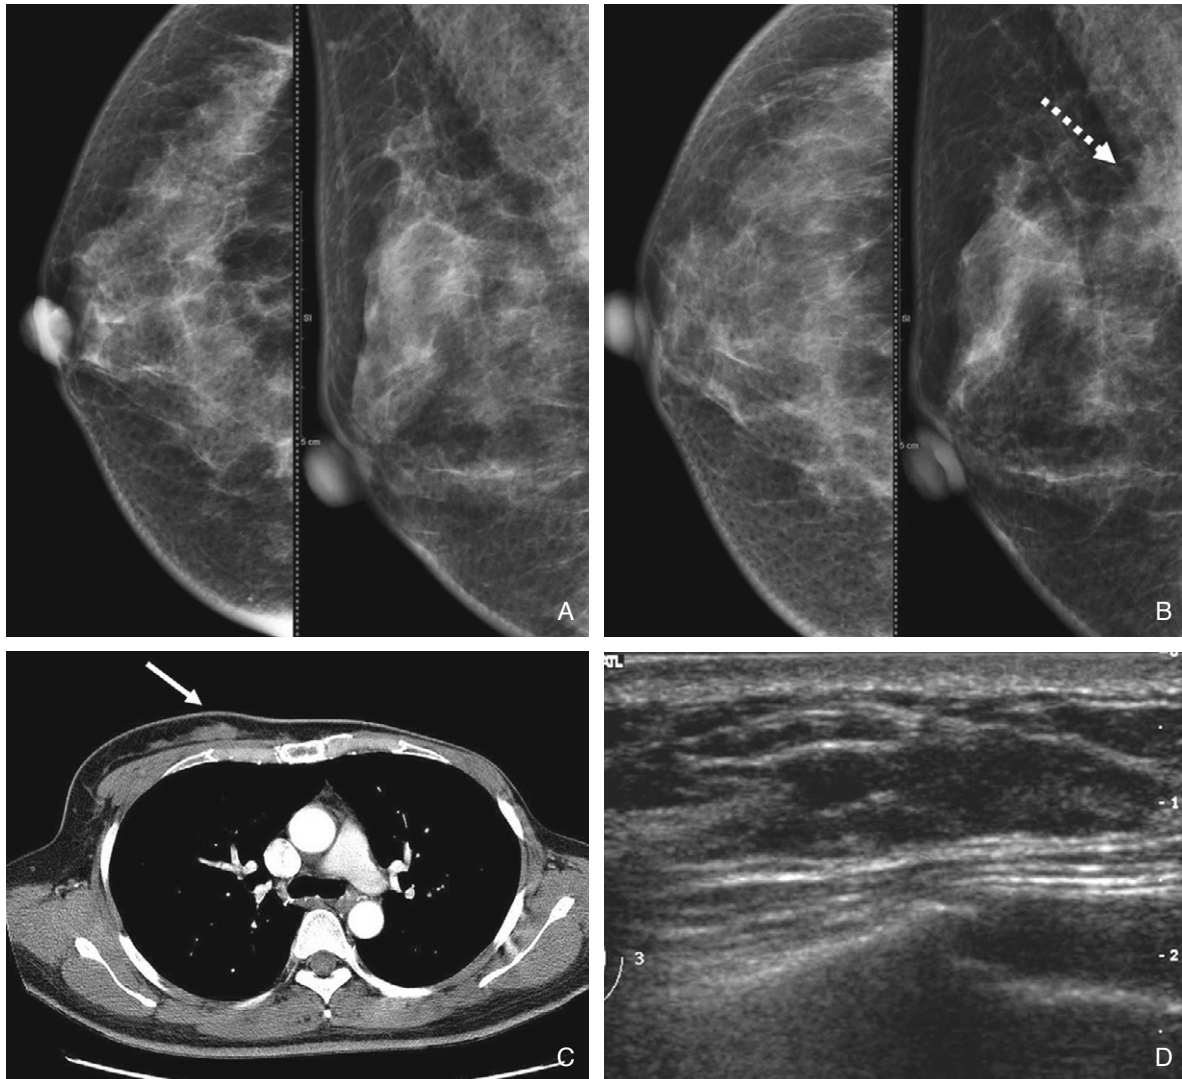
Alternative imaging-detected cancer. Annually taken right mammograms (A, B) in a patient after left mastectomy show no apparent abnormality. Chest CT (C) incidentally detected a mass at medial portion of right breast (arrow). After verification of abnormal mass with targeted ultrasound (D), a retrospective evaluation of mammograms (B) showed a subtle increased density (dotted arrow) at right upper posterior breast, which was denser than previous mammographic evaluation (A).
